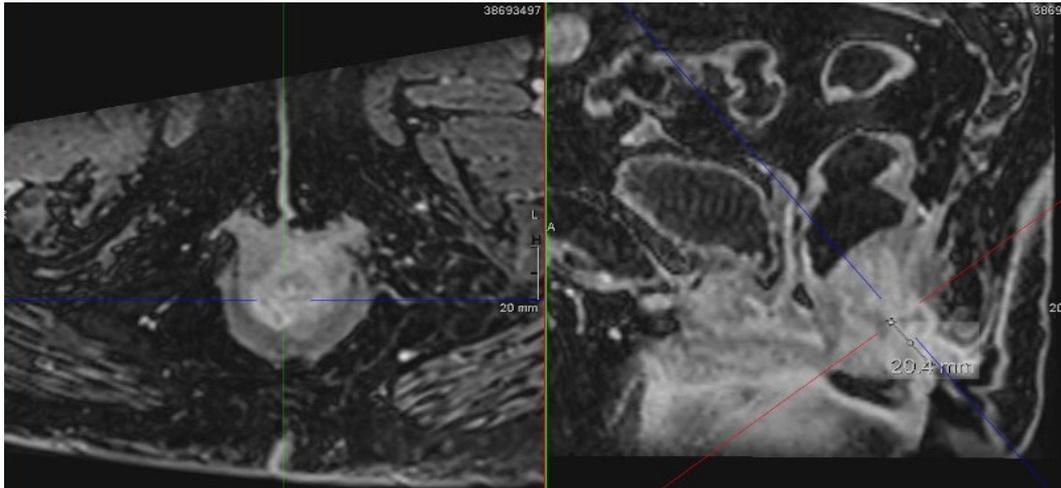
Imágenes de RMN con hallazgos de trayecto fistuloso con tejido sospechoso de malignidad
